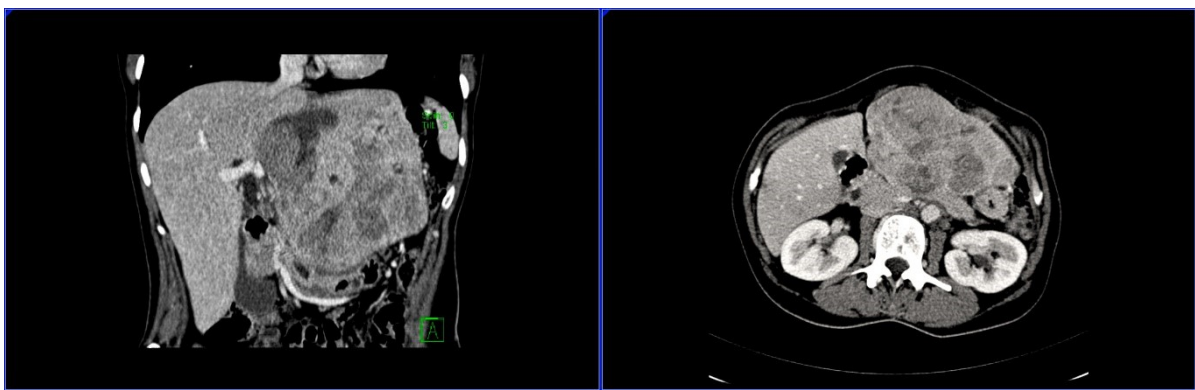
Computertomographische Darstellung eines cholangiozellulären Karzinoms im Längs- (links) und Querschnitt (rechts; Abbildungen freundlicherweise zur Verfügung gestellt von PD Dr. Kämmerer, Zentralklinik Bad Berka)
